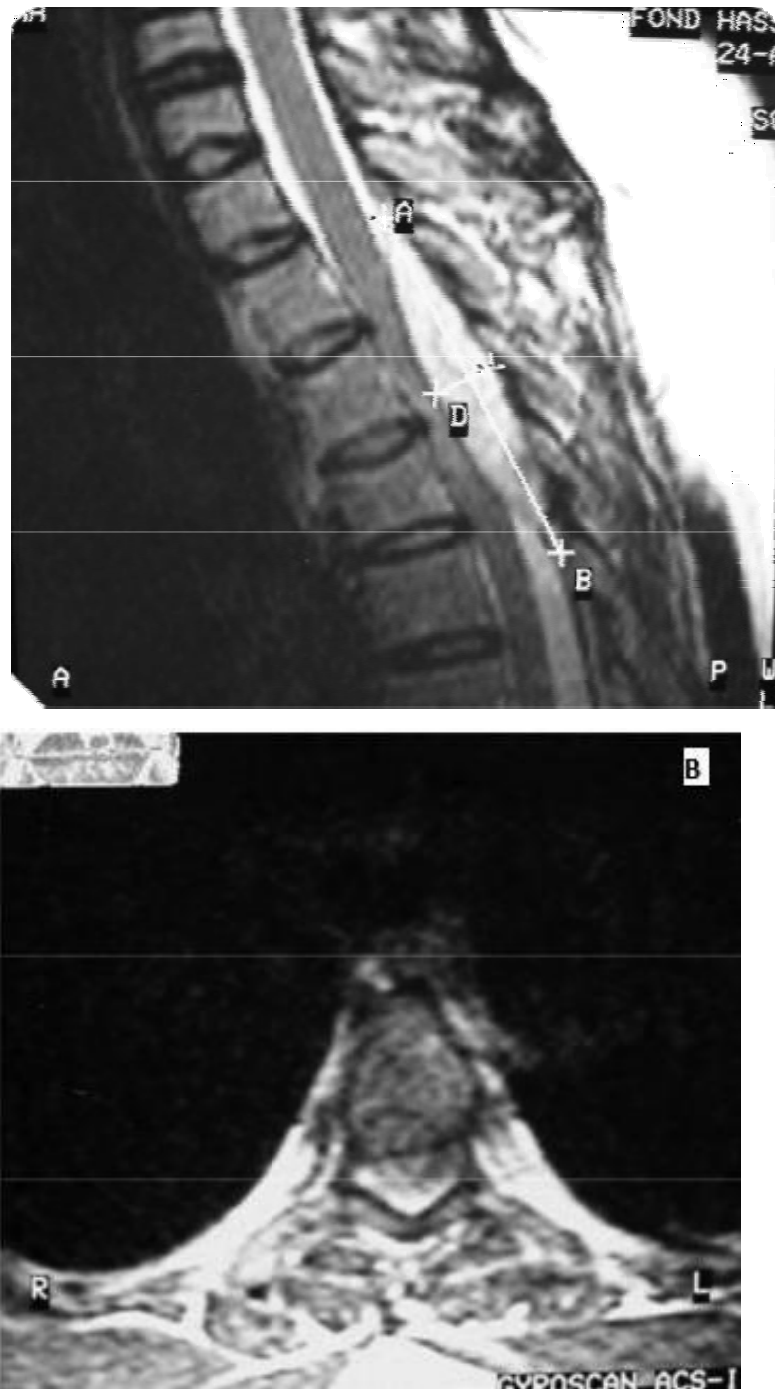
IRM médullaire en coupe sagittale (A) et axiale (B) séquence T2 montrant un angioliopome épidural postérieur étendu de D1 à D4, refoulant la moelle à gauche.
